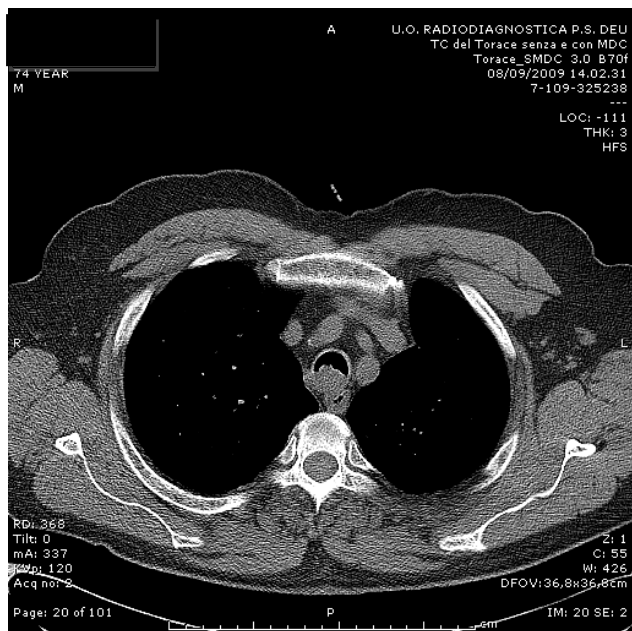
TC in paziente con neoplasia tracheale.
